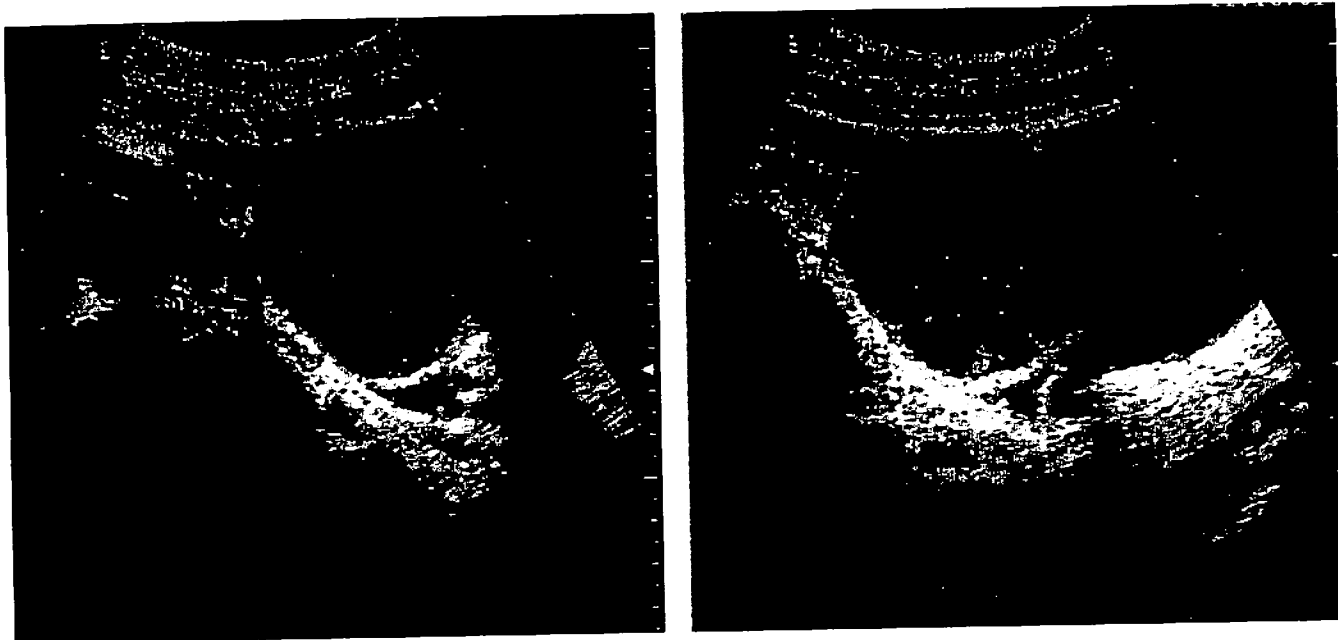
Scansione obliqua e trasversale sulla regione annessiale destra in THI. Vescica ben distesa e repleta. Giovane donna di 28 anni con storia di dolori pelvici perimesenteriali, accompagnati da corredo neurovegetativo imponente (nausea, ipotensione, vomito, ileo paralitico) associati ad irregolarità del ciclo. L'immagine evidenzia una massa complessa di circa 45 x 47 mm, con seppimentazioni (setti fibrinosi) ed aree ipoecogene ripiene di materiale finemente corpuscolato come da recente emorragia in fase di organizzazione. I margini sono netti e definiti. Diagnosi clinico-ecografica di cisti complessa emorragica.
